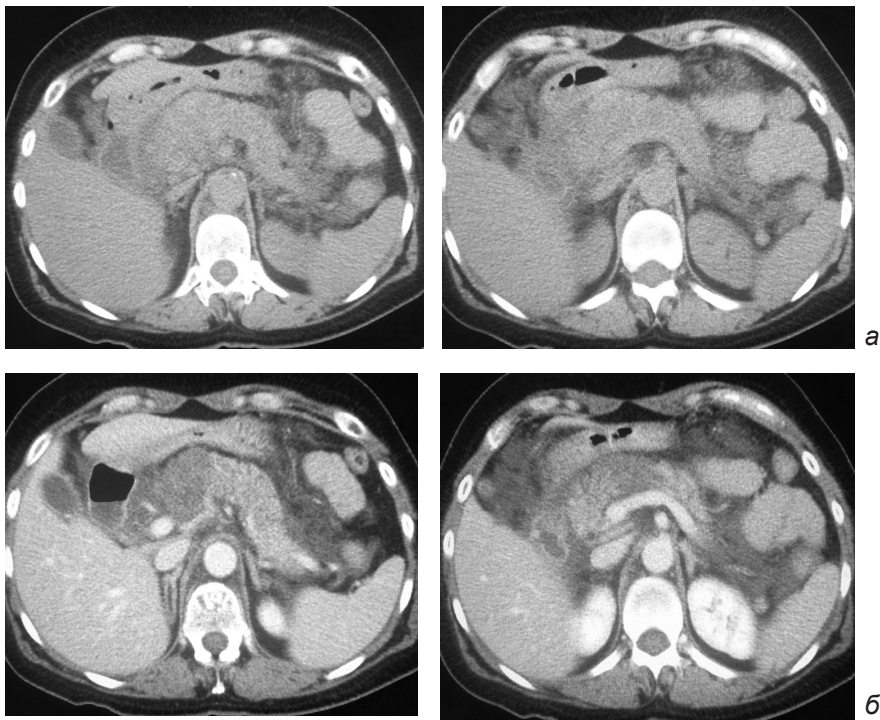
Компьютерные томограммы пациента с деструктивным панкреатитом. а – нативное сканирование; б – поздняя артериальная фаза
